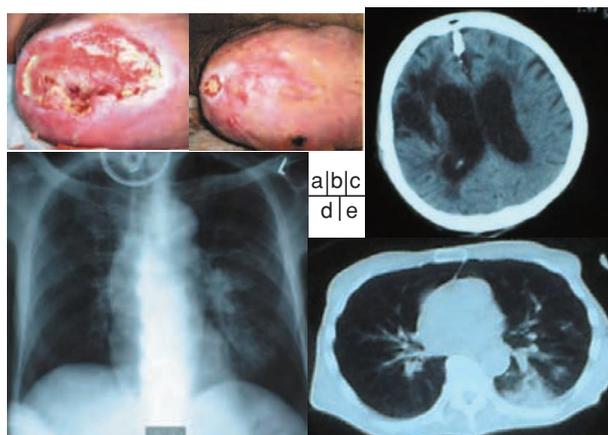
a：症例3の左踵部の褥瘡(入院時)，b：入院処置後の同部位の写真。c：症例3の慢性期の脳CT。d：入院後肺炎併発時の胸部レントゲン写真，e：同時期の胸部CT写真。
